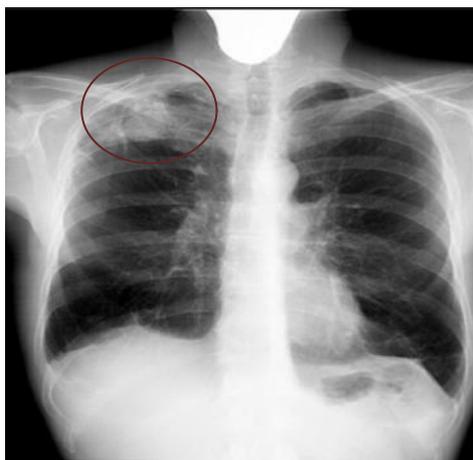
Цифровые рентгенограммы органов грудной клетки: А – от 11.04.2018 г.; В – от 28.09.2018 г. (описание в тексте)
